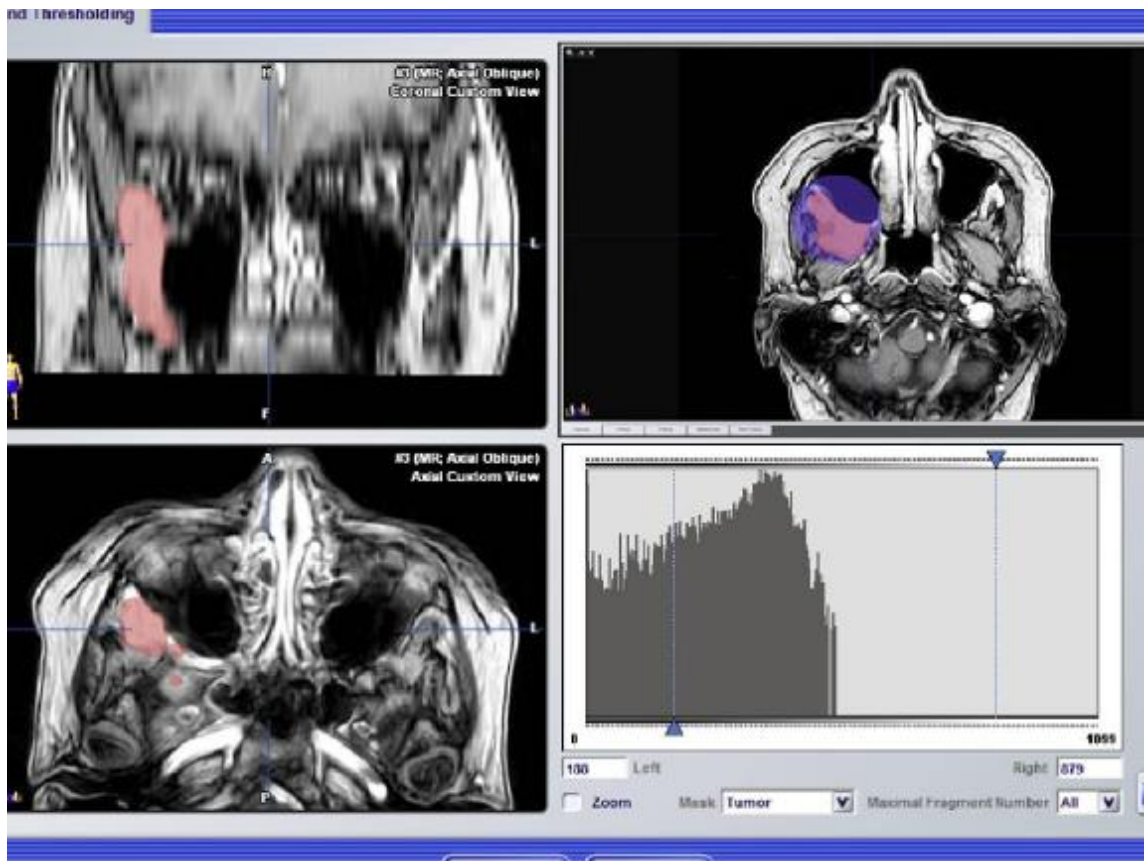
The threshold segmentation allows adjustment of the Hounsfield units or grey scale of the target object. Multiplanar view of an MRI data set (coronal and axial). The right lower window visualizes the amplitudes of the threshold used.
